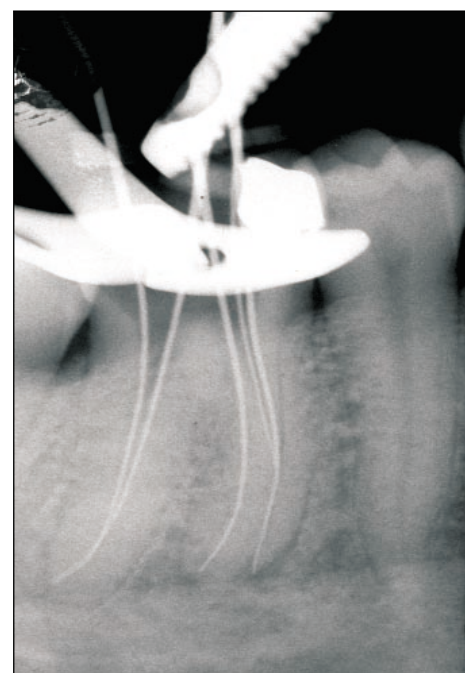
Radiografia intraoperatoria della lunghezza di lavoro.
